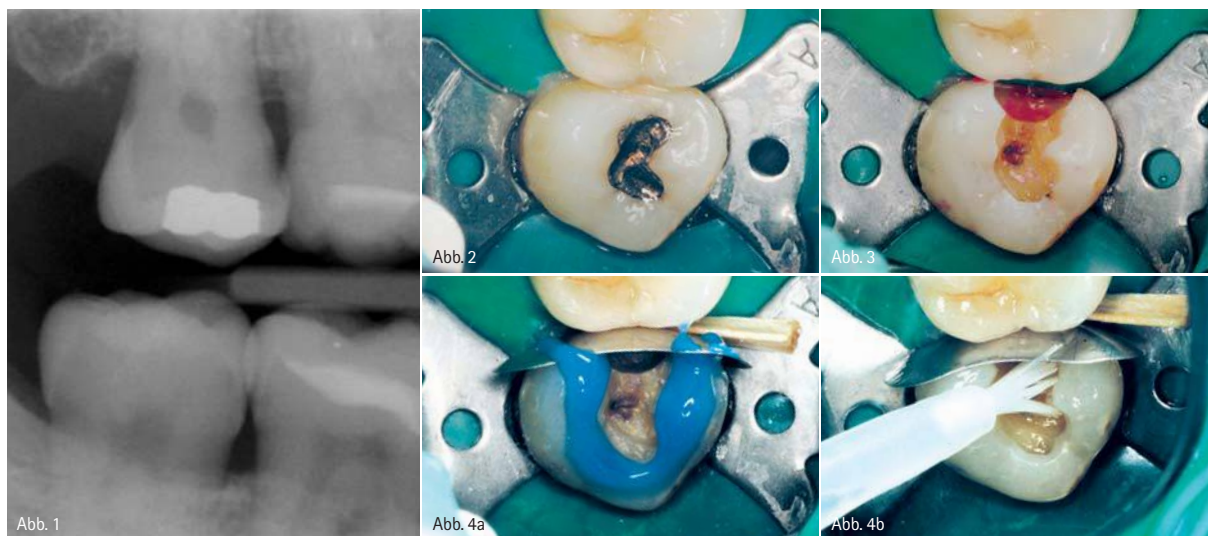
Die Röntgenaufnahme zeigt eine Läsion an der Mesialfläche von Zahn 18. – Abb. 2: Zahn 18 unter Kofferdam. – Abb. 3: Die Kariesentfernung wird mit Kariesdetektor überprüft. – Abb. 4a: Zunächst wird der Schmelz angeätzt, fünf Sekunden später dann auch das Dentin. – Abb. 4b: Optibond® FL Primer und Adhäsiv werden aufgetragen.
